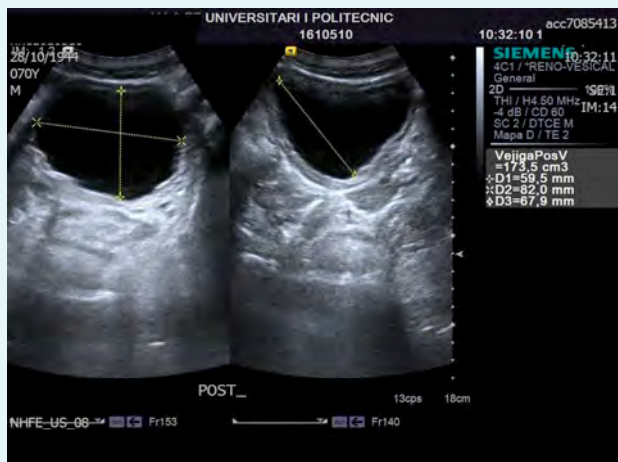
Ecografía vesical que muestra una vejiga con repleción moderada, pared discretamente trabeculada con engrosamiento de la pared muscular que denota hipertrofia del detrusor.
